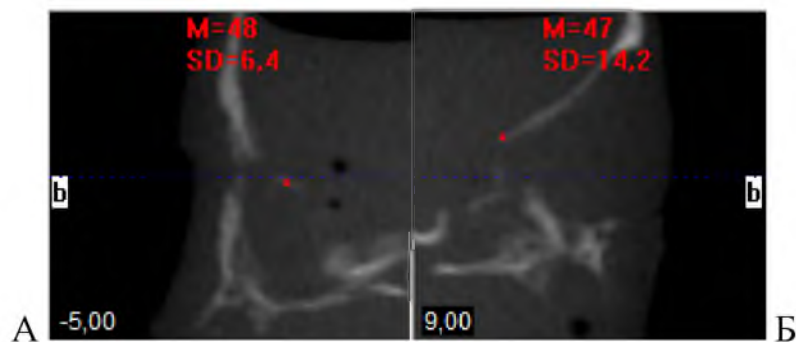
Щільність правої (А) і лівої (Б) сльозових кісток плода 320,0 мм ТПД. Томограма. Сагітальні зрізи
